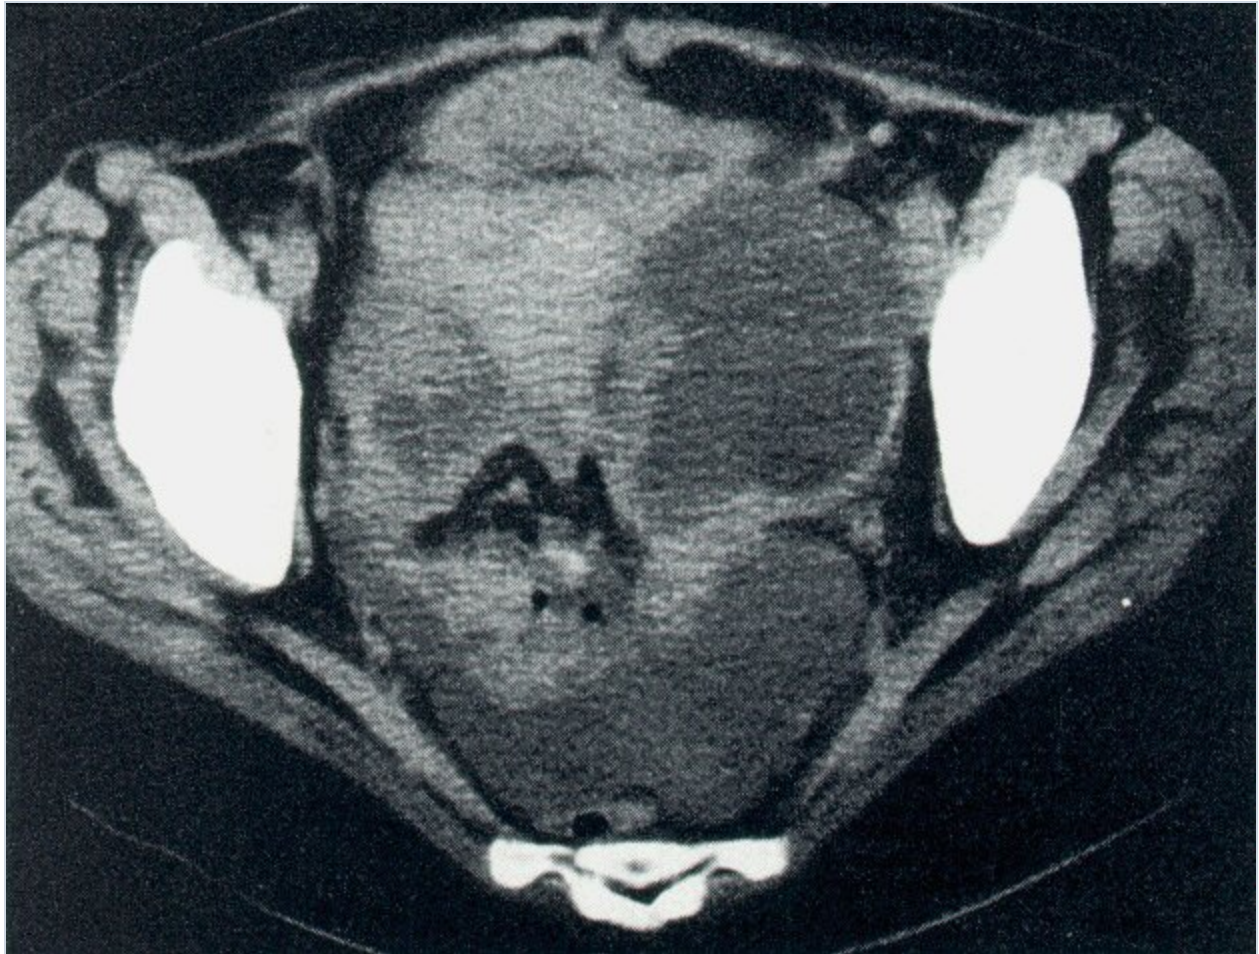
Cáncer de ovario: TC Se muestra la respuesta a la quimioterapia en una mujer de 51 años de edad que presentó incremento rápido en el diámetro abdominal. La TC mostró una masa ovárica de 12 x 8 cm con un componente quístico (a). La afección peritoneal fue extensa y se eliminaron 6 L de líquido de ascitis. El examen patológico demostró un tumor poco diferenciado, no resecable. Después del tratamiento con un ciclo de ciclofosfamida y cisplatino el abdomen de la paciente retornó a su tamaño normal. La TC mostró solo una masa tumoral residual (b). Después de cuatro ciclos de quimioterapia la paciente fue sometida a cirugía sin encontrarse tumor macro o microscópico. Aunque la paciente recibió cuatro ciclos más de quimioterapia, ocurrió recaída con metástasis abdominales un año después. 95
